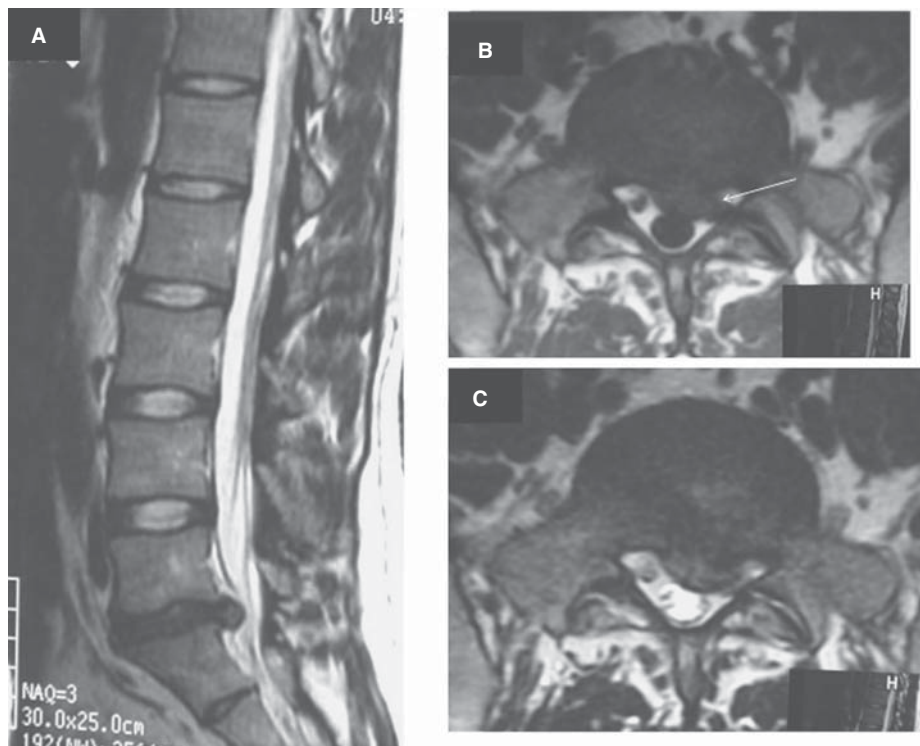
Hernia del disco intervertebral L5-S1 A) RM eco de espín con información T2 sagital. B) RM eco de espín con información T1 axial. C) RM eco de espín con información T2 axial. Disminución de señal en T2 del disco intervertebral por deshidratación. Hernia central y hacia el receso lateral izquierdo donde comprime la raíz S1 izquierda (flecha).
